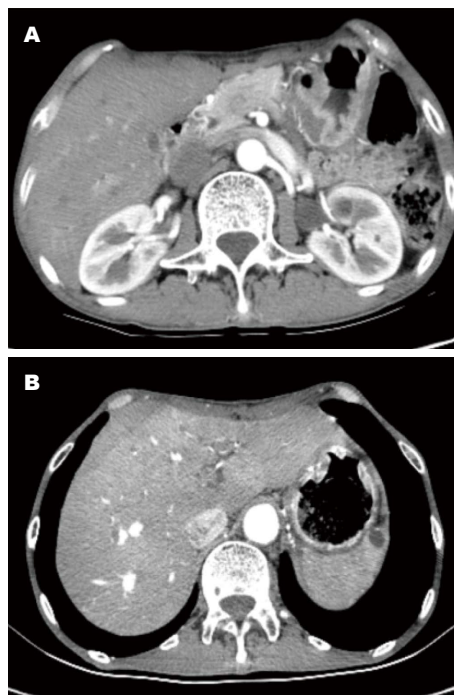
患者术前、术后影像资料. A: 术前CT; B: 术后CT. CT: 计算机断层扫描.
